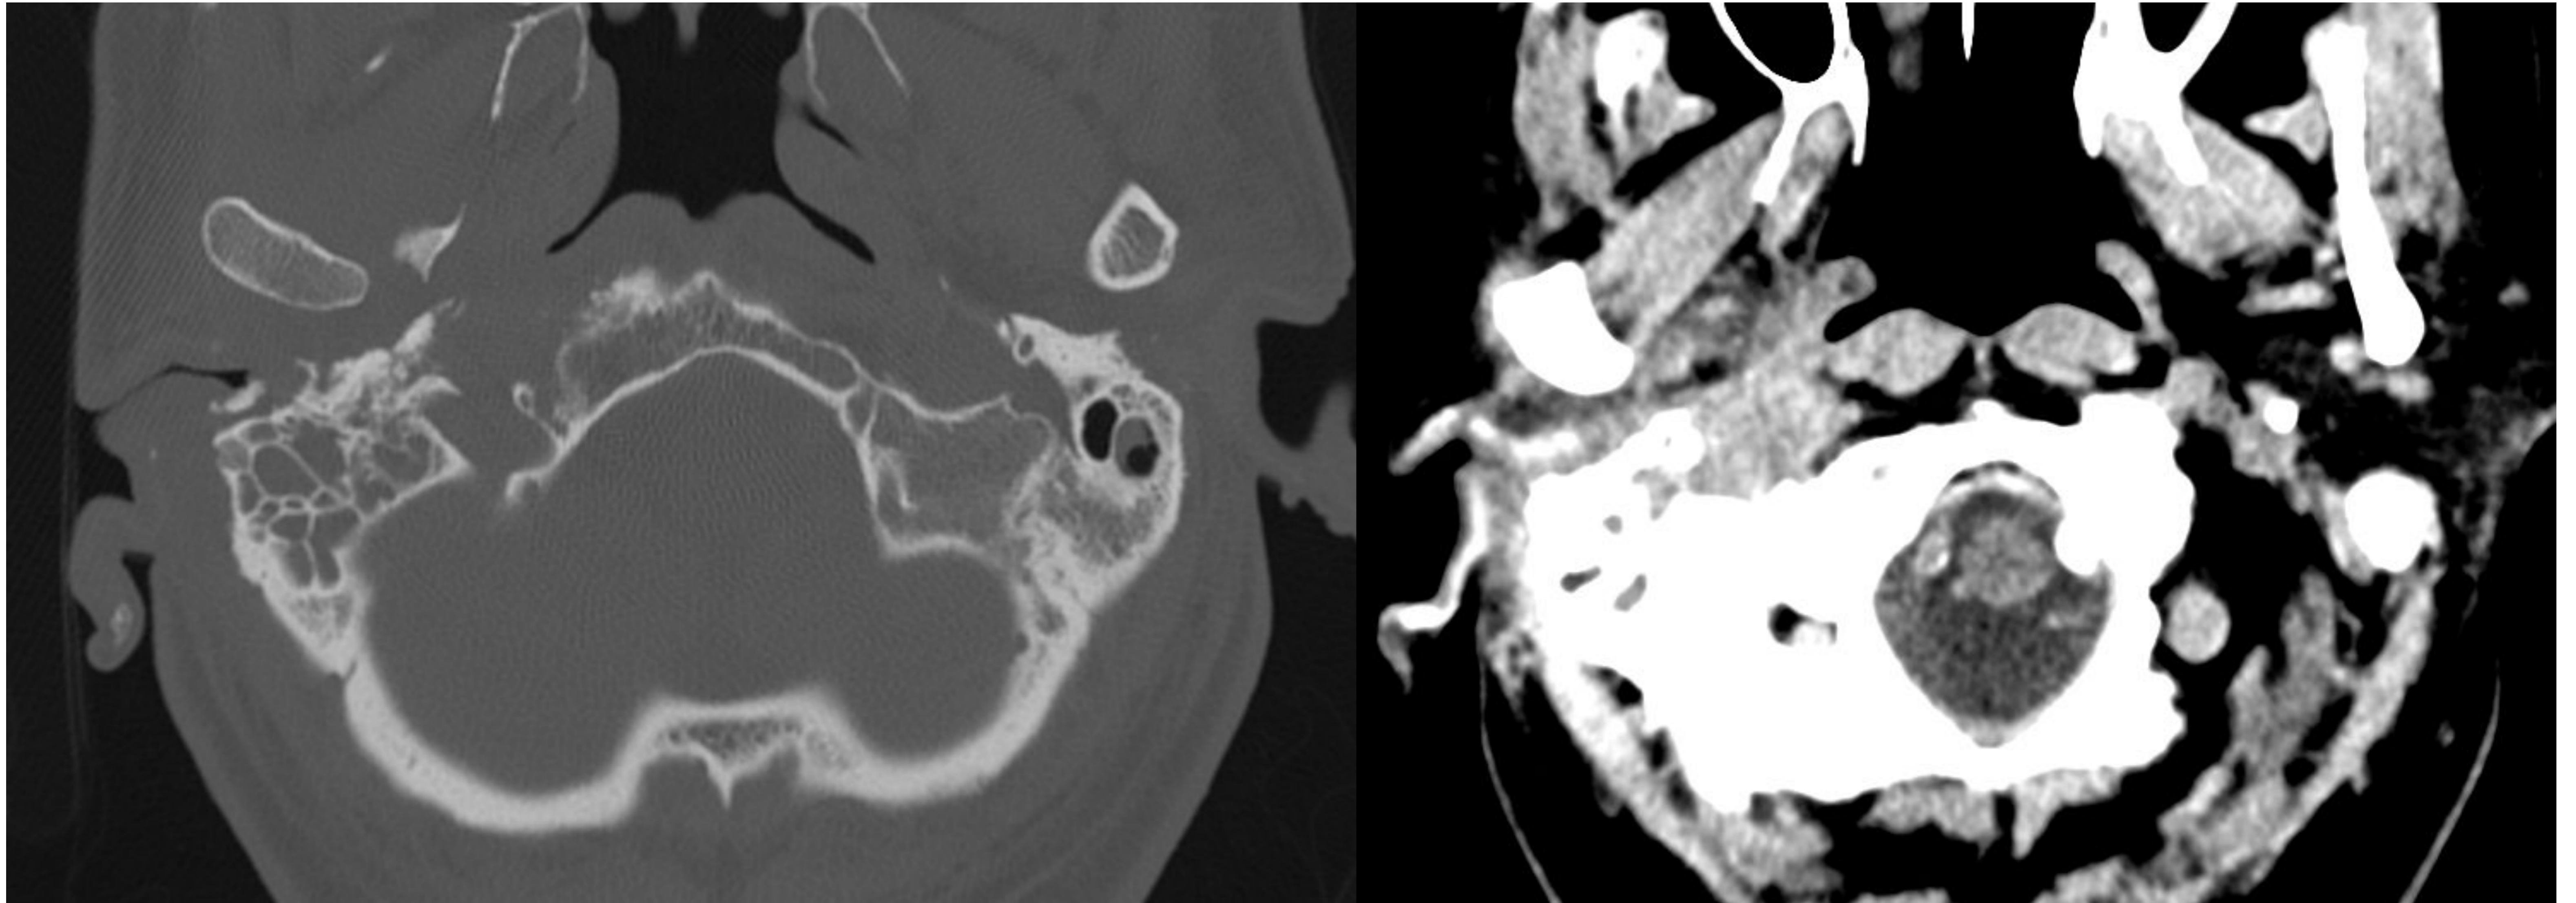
TC craneal, cortes axiales.
